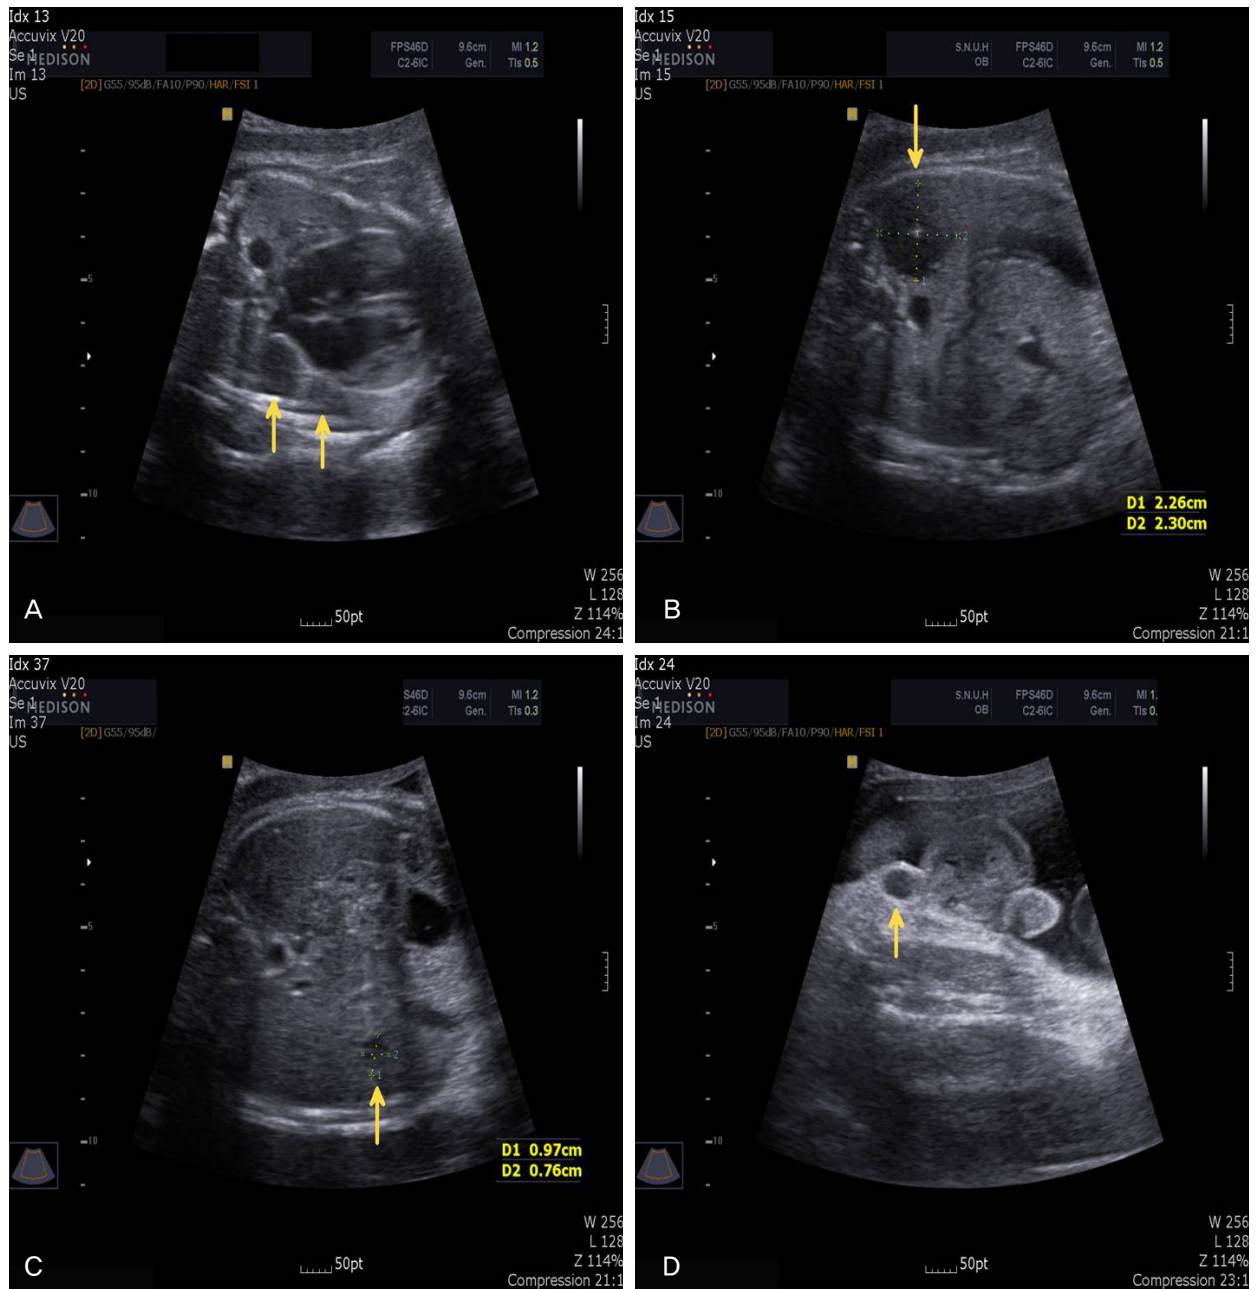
Prenatal ultrasonographic findings, showing multiple neoplastic masses in lung (A, B), liver (C) and perineum (D).
